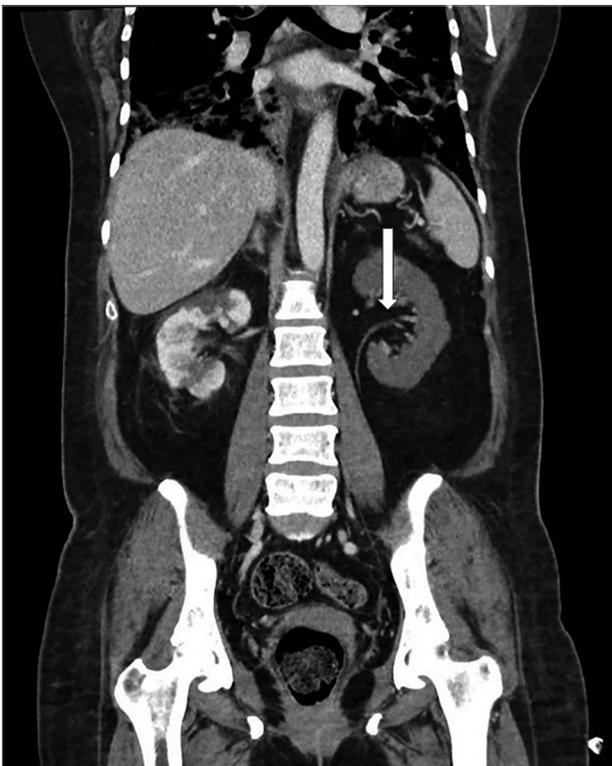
Tomografia computadorizada de abdômen mostrando trombo em artéria renal esquerda, imediatamente antes de sua bifurcação. O trombo obstrui totalmente sua divisão anterior e obstrui parcialmente a divisão posterior.
